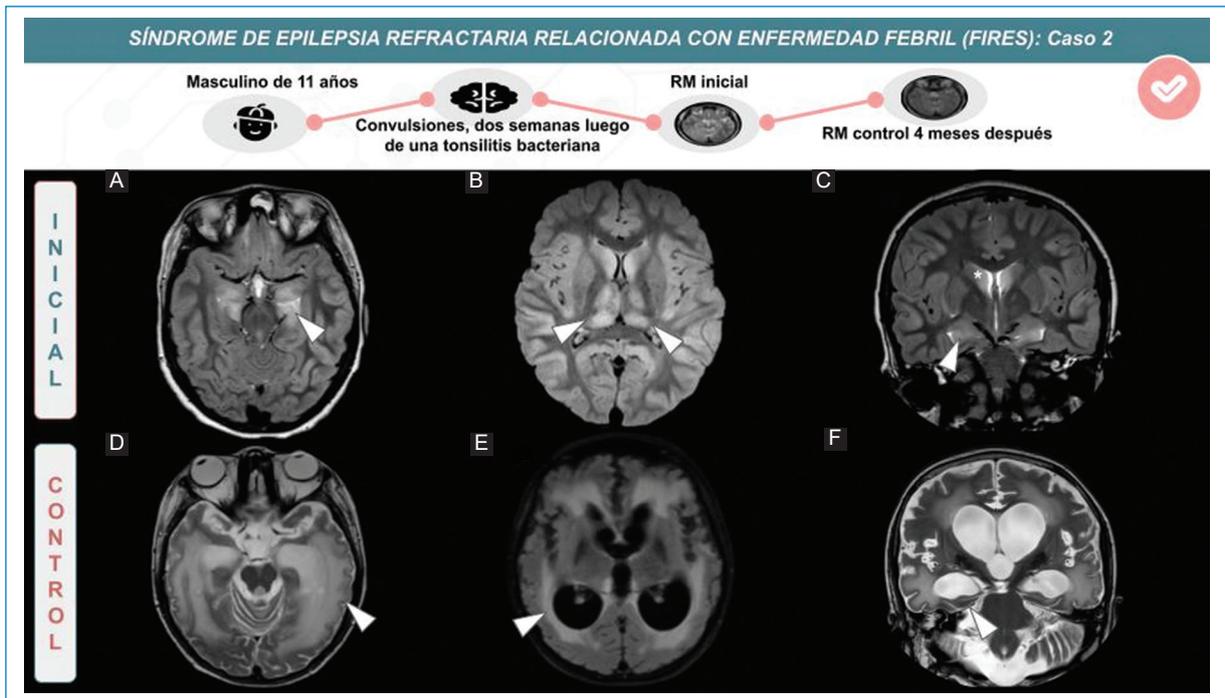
Varón de 11 años con convulsiones a las dos semanas de instaurarse un cuadro de amigdalitis bacteriana. En imágenes iniciales se observa señal hiperintensa en secuencia ponderada en T2 (A-C) y FLAIR (B) y corteza tumefacta en áreas fronto-temporo-parietales de ambos hemisferios (cabezas de flechas). Control cuatro meses después presenta extensa señal hiperintensa de sustancia blanca subcortical y periventricular de ambos hemisferios en secuencia ponderada en T2 y FLAIR (D y E). También se observa atrofia difusa que incluye estructuras temporo-mesiales (F).
